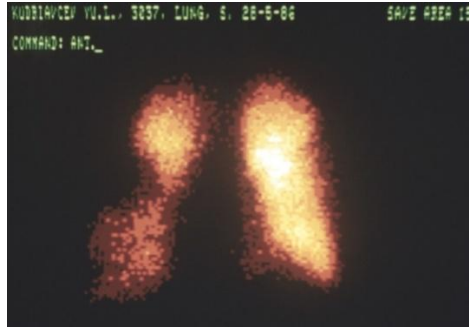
Сцинтиграмма легких с $^{99\text{Tc}}$ -микросферами альбумина при тромбоэмболии мелких ветвей легочных артерий с преимущественным поражением правого легкого: отсутствие накопления (в средней зоне) и недостаточное накопление (в нижних отделах) РФП правого легкого и недостаточное накопление РФП в базальных отделах левого легкого
